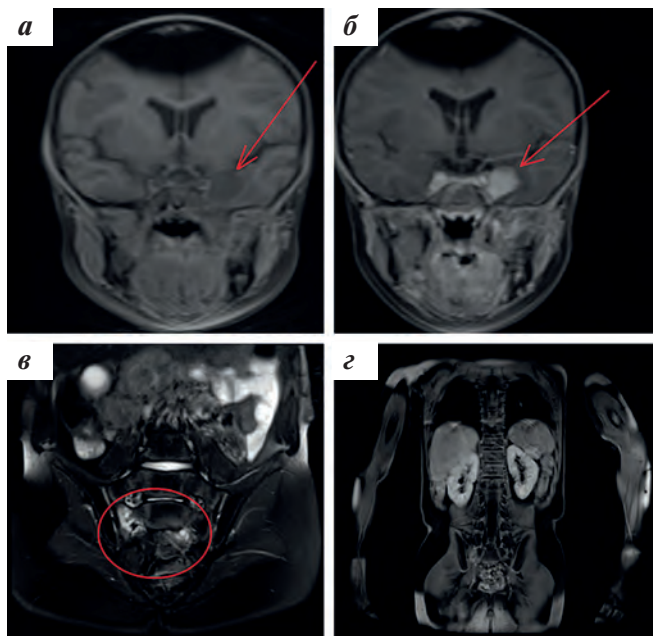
Собственные результаты МРТ пациента К., 4 года, с диагнозом: рецидив эмбриональной РМС параменингеальной локализации с интракраниальным распространением. PMS2-ассоциированный CMMRD-синдром: а – в режиме T1 FS до введения контрастного препарата; б – в режиме T1 FS во фронтальной проекции после введения контрастного препарата. Формирование интракраниального компонента остаточной опухоли в среднюю черепную ямку слева, компрессирующего левую височную долю; в – в режиме T2 FS во фронтальной проекции с подавлением сигнала от жировой ткани; г – в режиме T1 FS после введения контрастного препарата во фронтальной проекции. Отмечается появление измененного МР-сигнала от губчатого вещества правой боковой массы крестца
